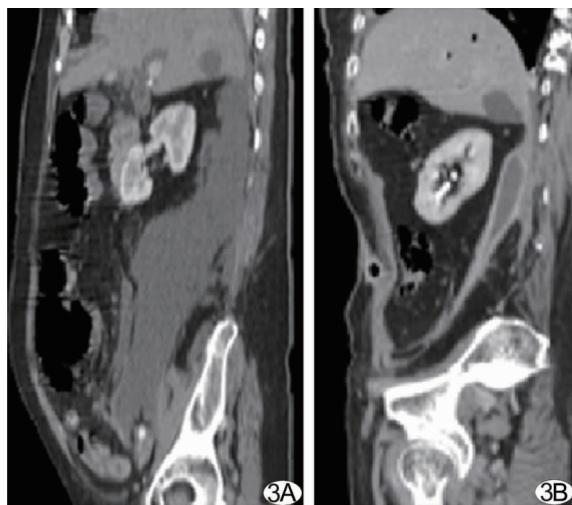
右侧肾后平面大量积液，并沿肾后筋膜及筋膜间平面向下蔓延至盆部(A)，切开引流 1 个月后复查 CT 示腹膜后间隙积液量明显减少(B)
